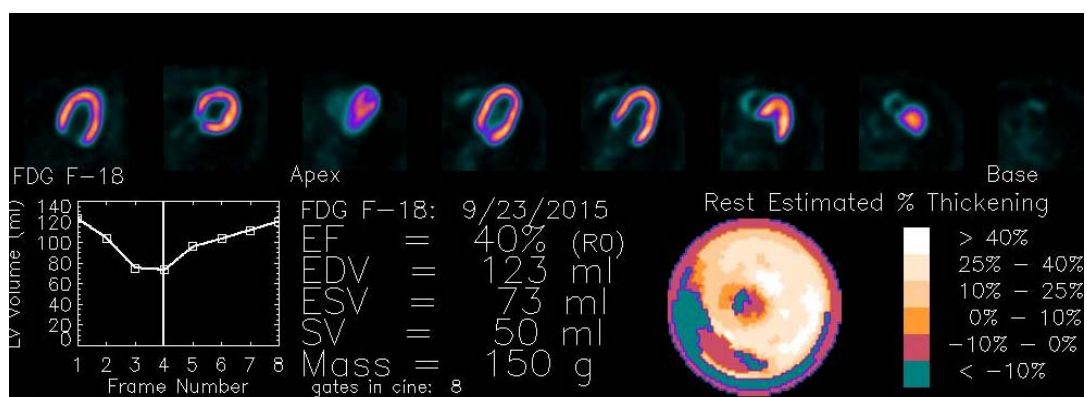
Quantificação da FEVE pelo PET-CT Cardíaco com ^{18}F -FDG - caso 8.
